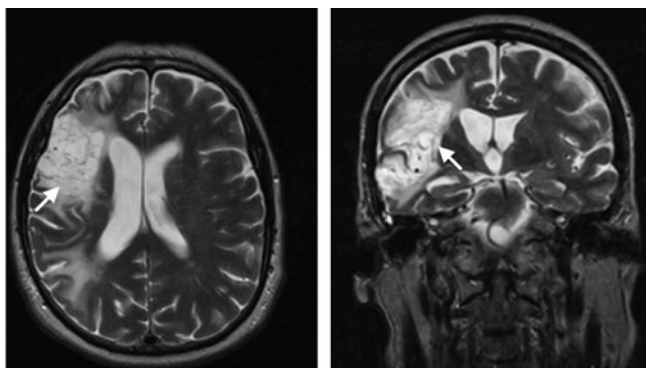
Результаты МРТ головного мозга (режим T2) у пациента Т. (стрелкой указаны зоны ишемического инсульта)
